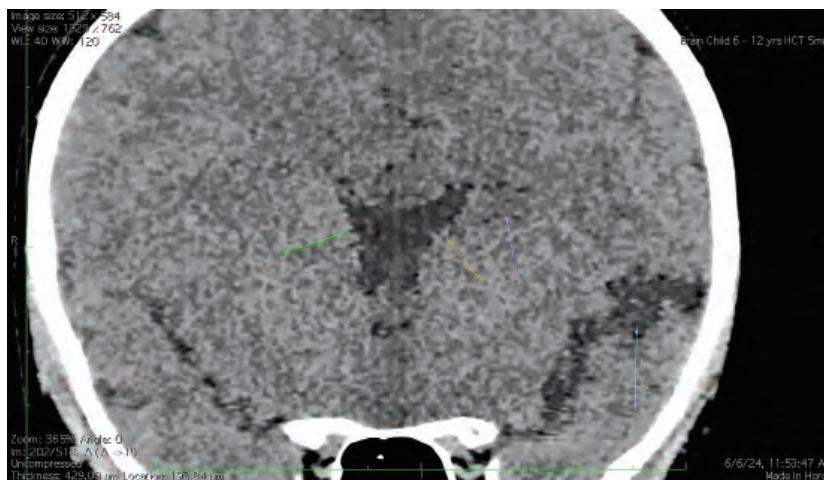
Мультидетекторна комп'ютерна томографія головного мозку. Ділянки маляції внаслідок артеріальних інфарктів в басейні середньої мозкової артерії, помічені стрілками.
